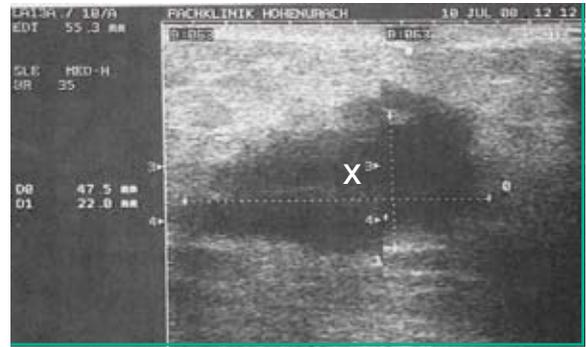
Postoperatives epifasziales Hämatom nach Hüft-TEP im Sonogramm (x).
